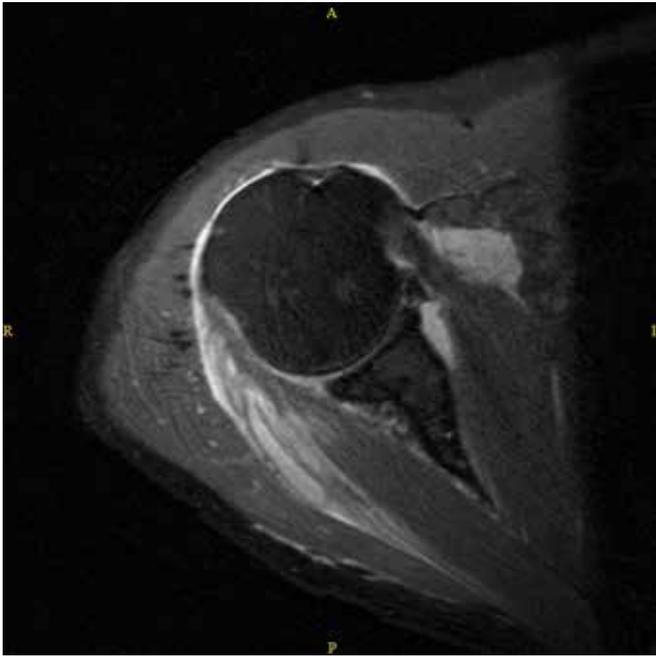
Schulterinfektion nach Injektion in der transaxialen Ebene des MRT: Infiltration des M. infraspinatus, Erguss in der Bursa subcoracoidea, geringe Ergussbildung in der Bursa subdeltoida und intraartikulär zwischen ventralem Scapulahals und M. subscapularis.
